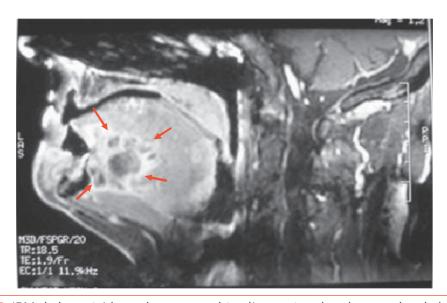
IRM de la cavité buccale montrant bien l'extension dans les muscles de la langue de la tumeur du plancher buccal de la photo 19.
